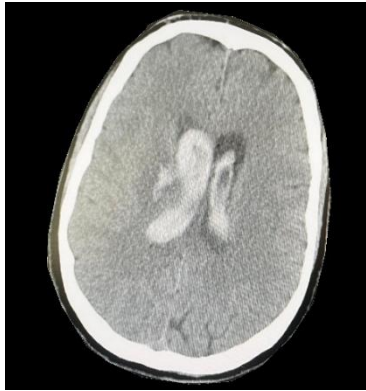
Resultado da TAC-CE de 02/11/24
